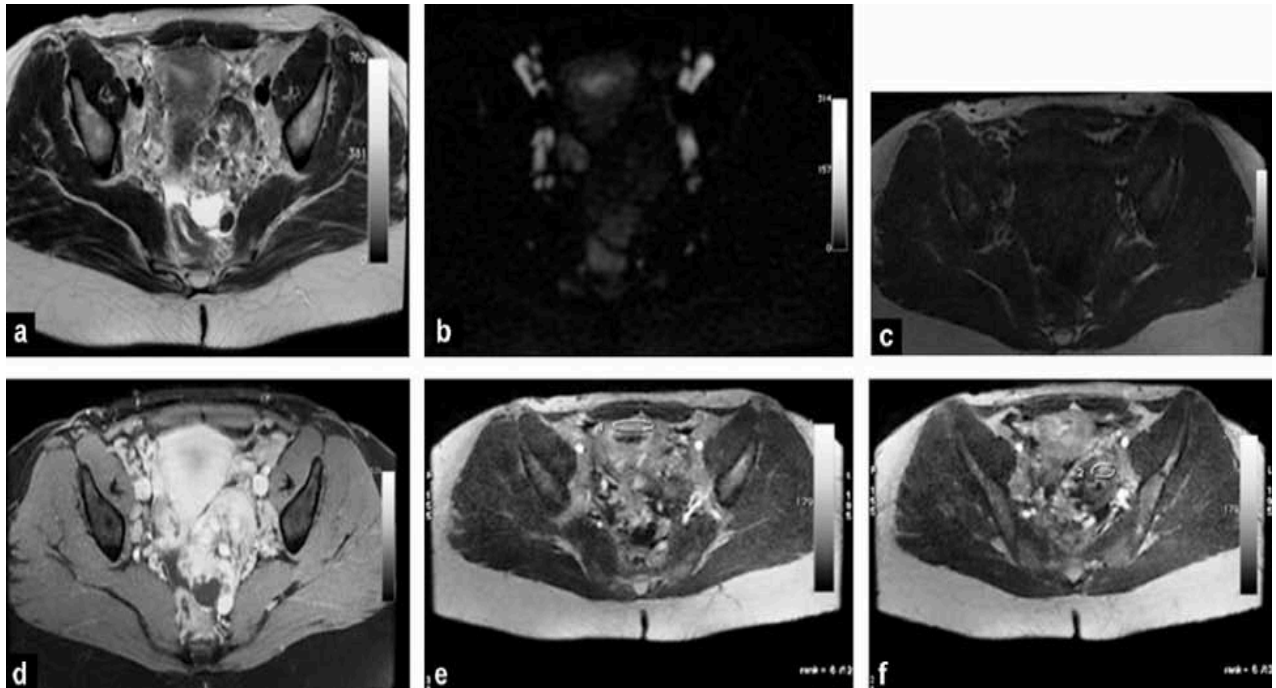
Planche IRM montrant une séquence axiale T2(a), une séquence de diffusion (b), une séquence T1 (c) ainsi qu'une séquence T1 après injection de gadolinium (d). Coupes dynamiques après injection (e, f).
